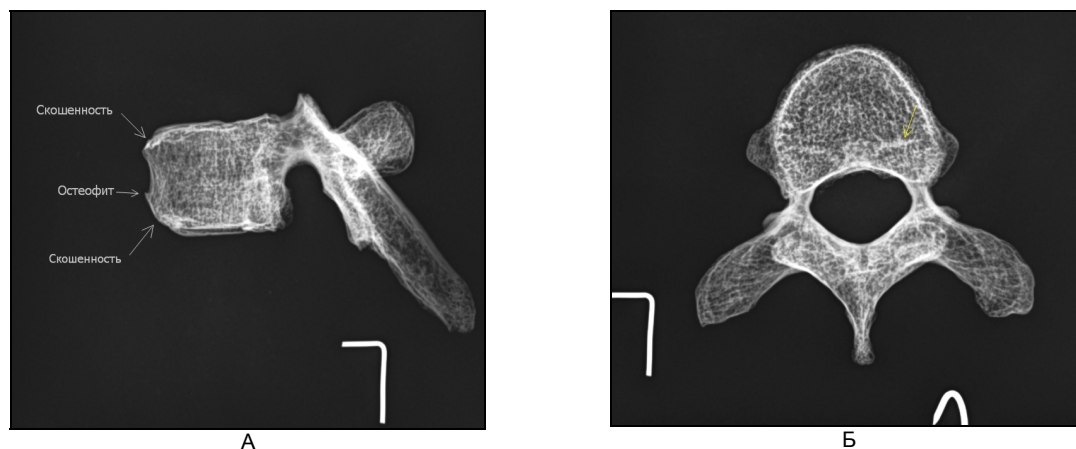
А — рентгенография Th7 боковая проекция; Б — рентгенография Th7 аксиальная проекция.
